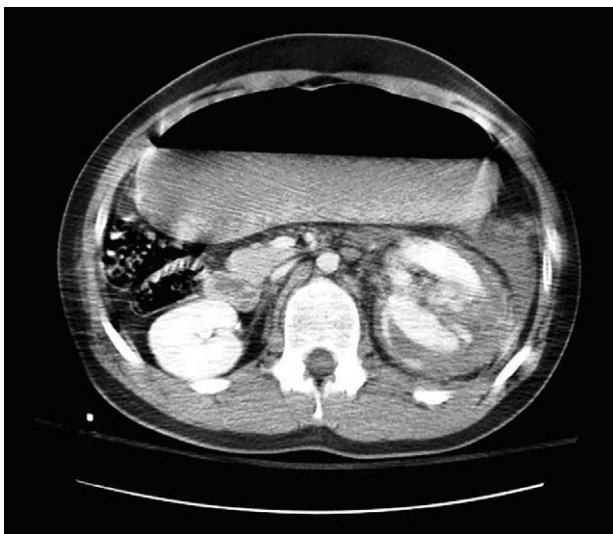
Abdominal CT scan reveal ruptured kidney with active bleeding.
